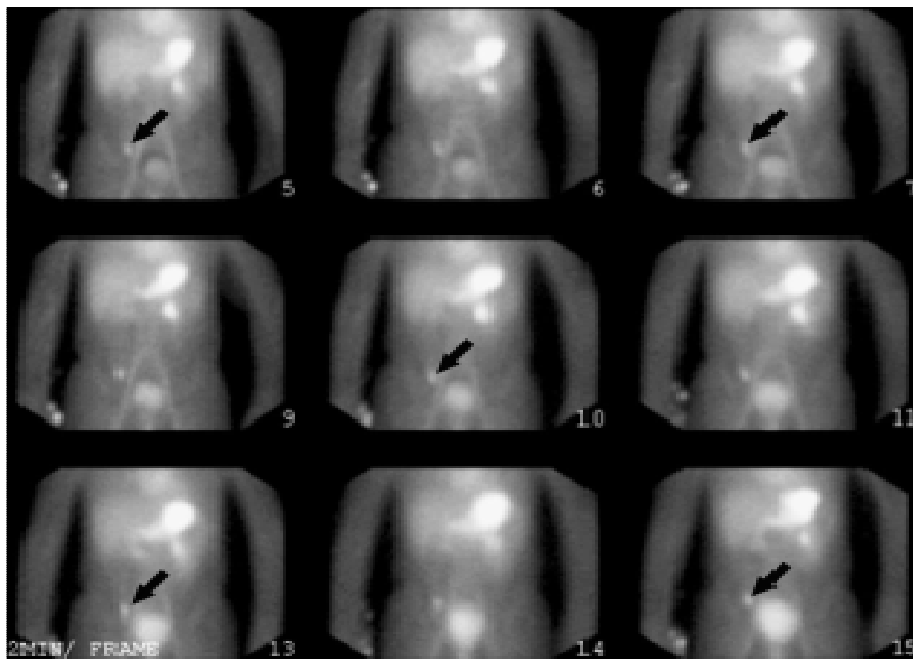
la scintigraphie au ^{99m}Tc -Pertechnate montrant un diverticule de Meckel [33].
